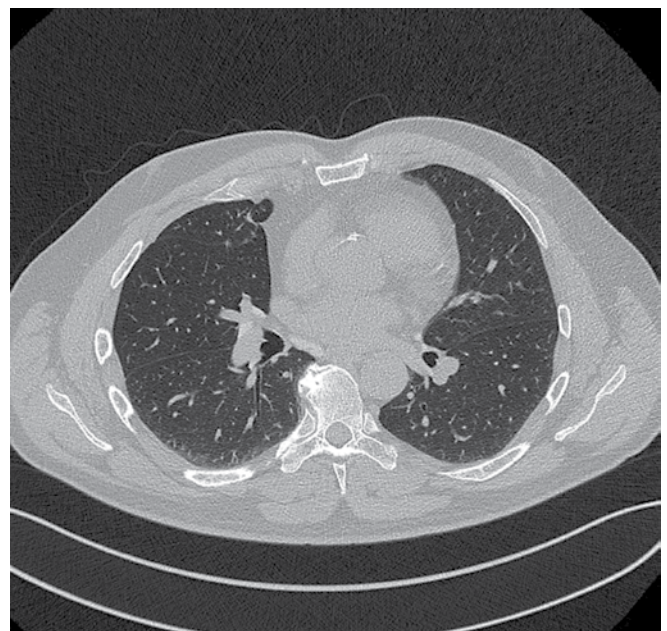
Computertomographie der Lungen im Jahr 2014
